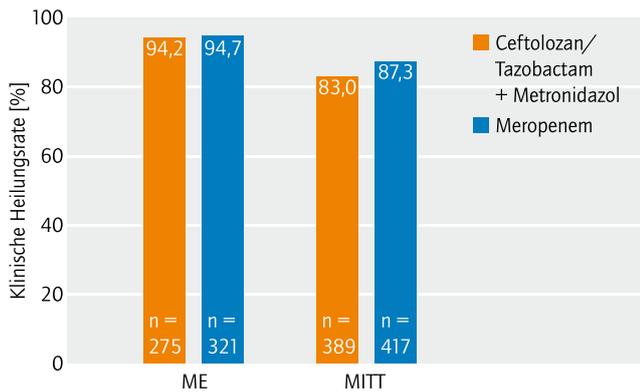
Klinische Heilungsraten in der ASPECT-clAI-Studie. Ergebnisse beim Test of Cure (TOC-Visit) in der ME- und MITT-Patientenpopulation [nach 25] ME-Population: mikrobiologisch auswertbar; nur Per-Protocol-Patienten; MEM: Meropenem; MITT: intent-to-treat, beinhaltet auch Patienten mit fehlenden Daten oder unklarem Ergebnis; diese Patienten werden als Versager bewertet; TOC: test of cure (24–32 Tage nach Beginn der Therapie)
